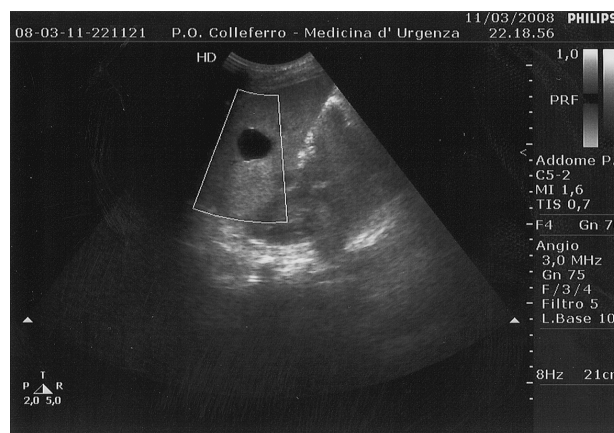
L'investigazione Doppler della lesione di taglia più cospicua esclude vascolarizzazione locale, che avrebbe potuto far sospettare un emangioma cavernoso (vedi criteri discriminativi enunciati nel testo).
